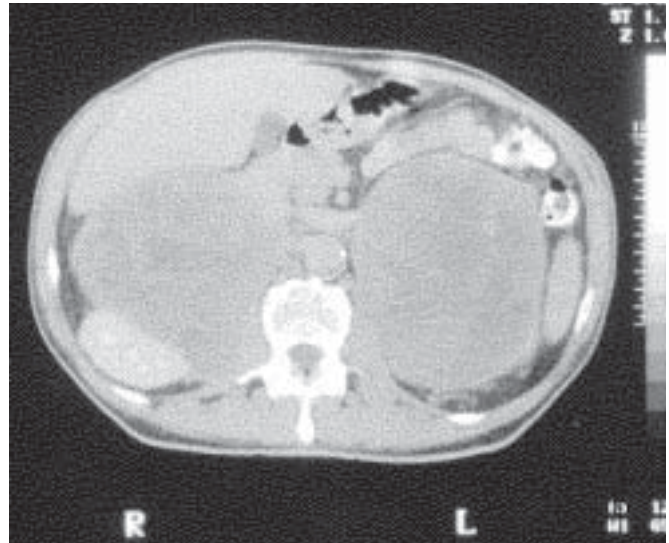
Volumosas massas metastáticas, de tumor primário pulmonar, comprometendo as glândulas adrenais, evidenciadas em imagem axial de TC de abdome superior
